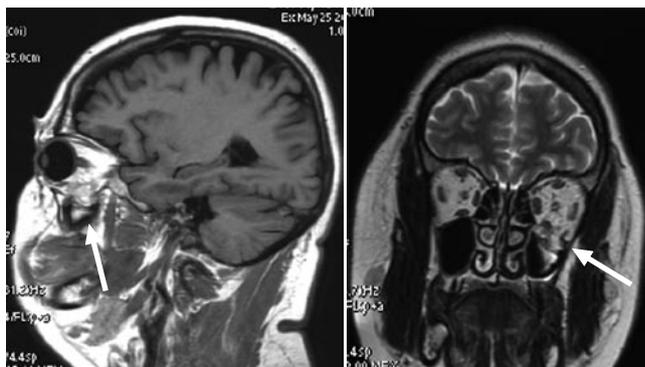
МРТ снимок пациентки на 14 сутки после травмы.
